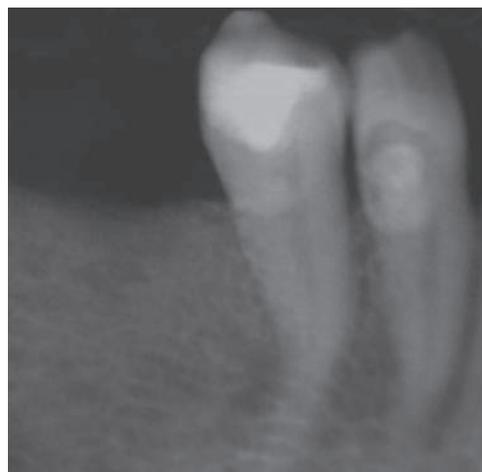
Radiografía periapical de dientes postero-inferiores derechos
